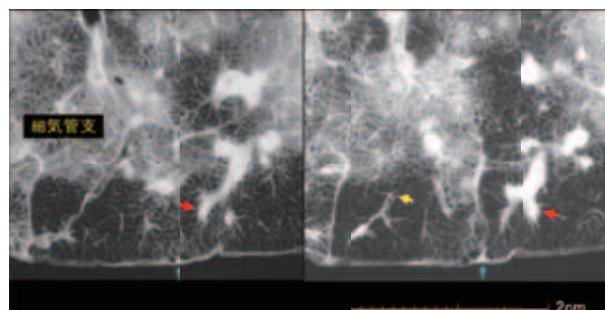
肺結核の標本X線像（気管支、細気管支病変）
